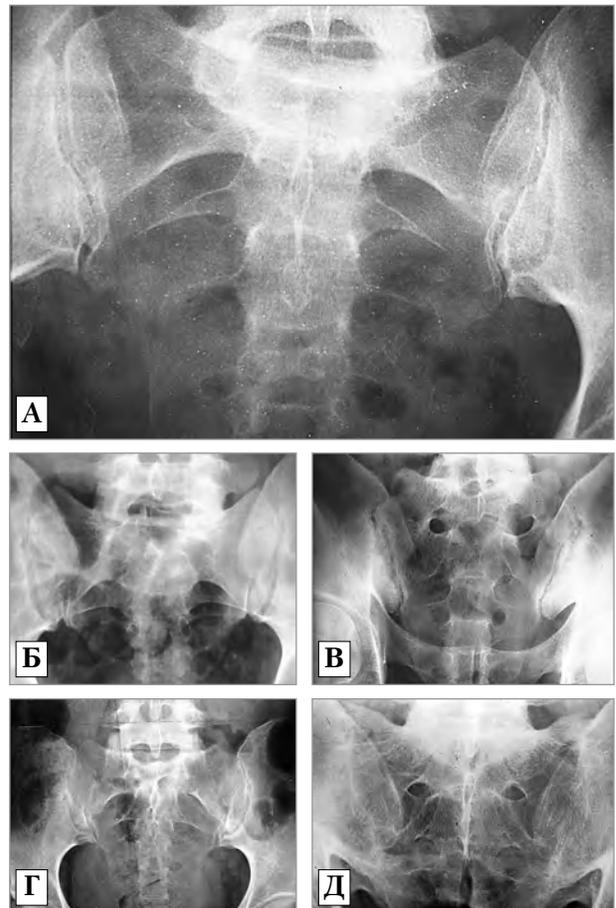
Рентгенологічні ознаки сакроілеїту при АП: норма (А); стадія I — нечіткість суглобової щілини, слабо виражений остеопороз (Б); стадія II — звуження або розширення суглобової щілини, остеосклероз, ерозії (В); стадія III — те саме + частковий анкілоз (Г); стадія IV — повний анкілоз (Д)
